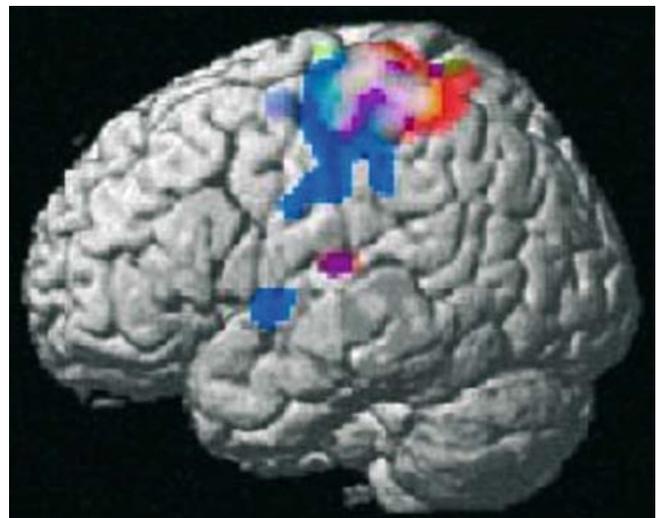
▶ Funktionelles MRT. (Aus [8])
